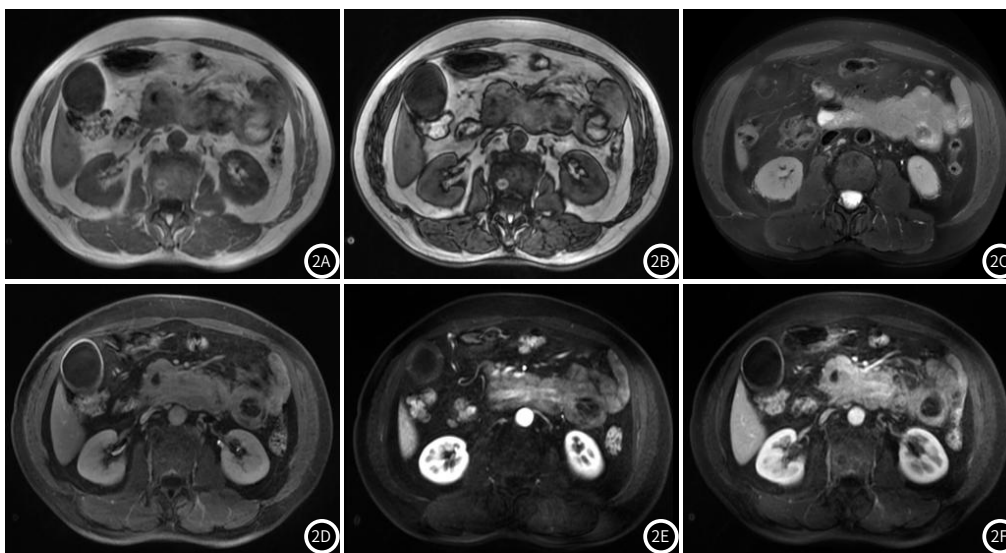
MRI影像。图2A~2B图为T1WI同/反相位, 显示十二指肠水平段混杂信号影, 反相位可见勾边效应; 图2C为T2WI抑脂序列, 脂肪成分呈低信号; 图2E~2F为平扫、动脉期、静脉期图像, 增强扫描软组织部分动脉期轻度强化(图2E), 静脉期(图2F)呈延迟强化, 脂肪成分无强化。
